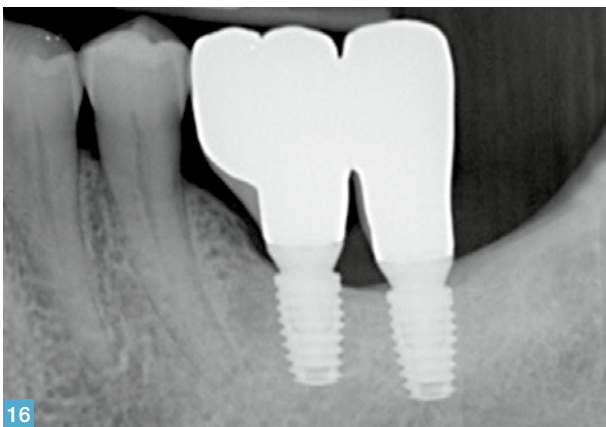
Radiografia endorale di controllo a 1 anno.* Fig. 17 *Visione oclusale delle corone 4.6-4.7 al follow up.*
